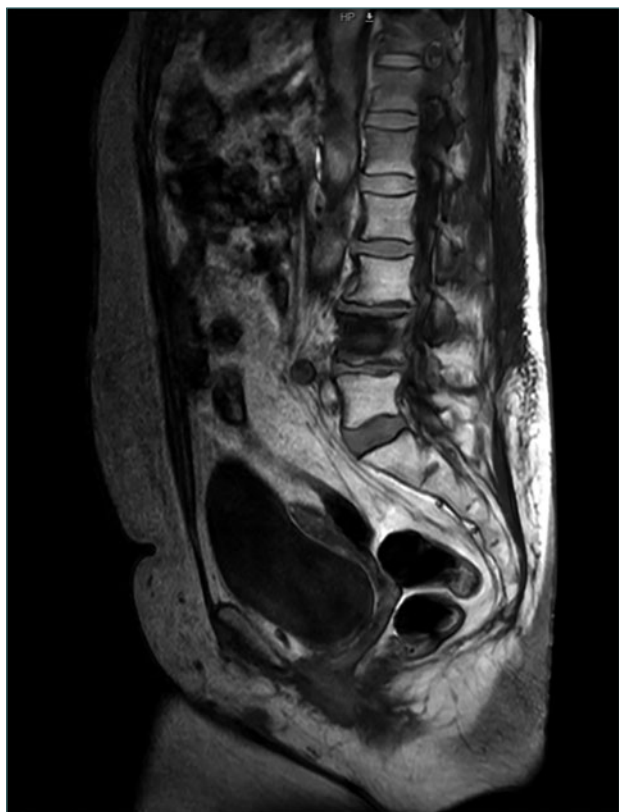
Resonancia magnética T2 corte sagital. Gran afectación L4.
